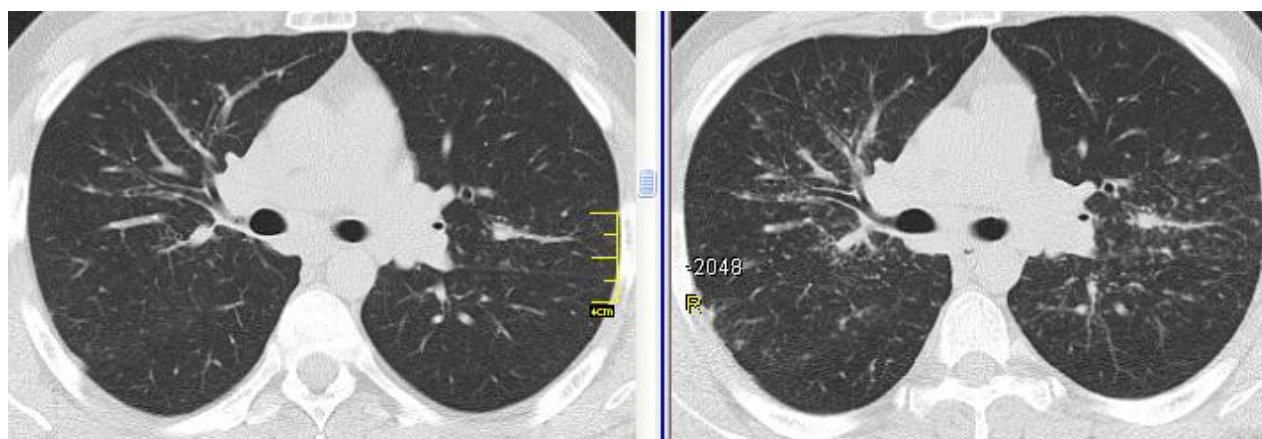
КТ хворого К., саркоїдоз органів дихання II стадії; ліворуч – через 3 міс. лікування метилпреднізолоном в дозі з 24 до 12 мг/добу, праворуч – через 9 міс. від початку ГКС-терапії при зниженні дози до 6 мг/добу: прогресування у вигляді збільшення вузликової дисемінації в легенях
